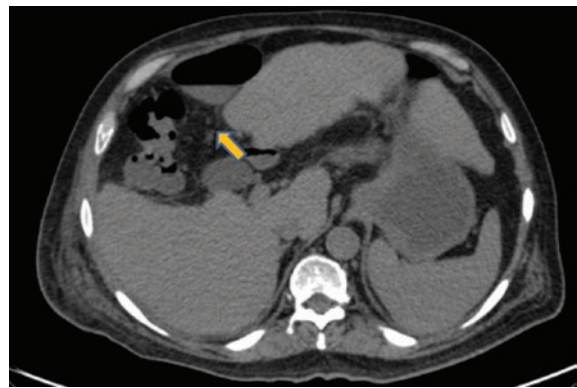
Corte axial de tomografía de abdomen que muestra datos de absceso (líquido y gas) perianastomótico en paciente con fuga de anastomosis de íleo-transverso.
